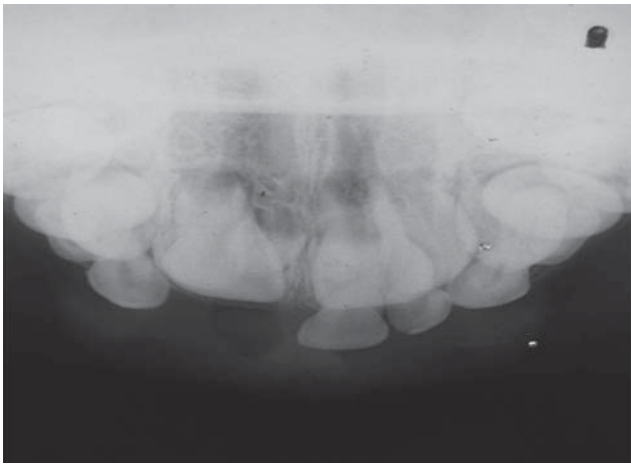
Radiografias oclusal aos nove anos de idade, permitindo notar a presença de dentes supranumerários na região anterior da maxila
